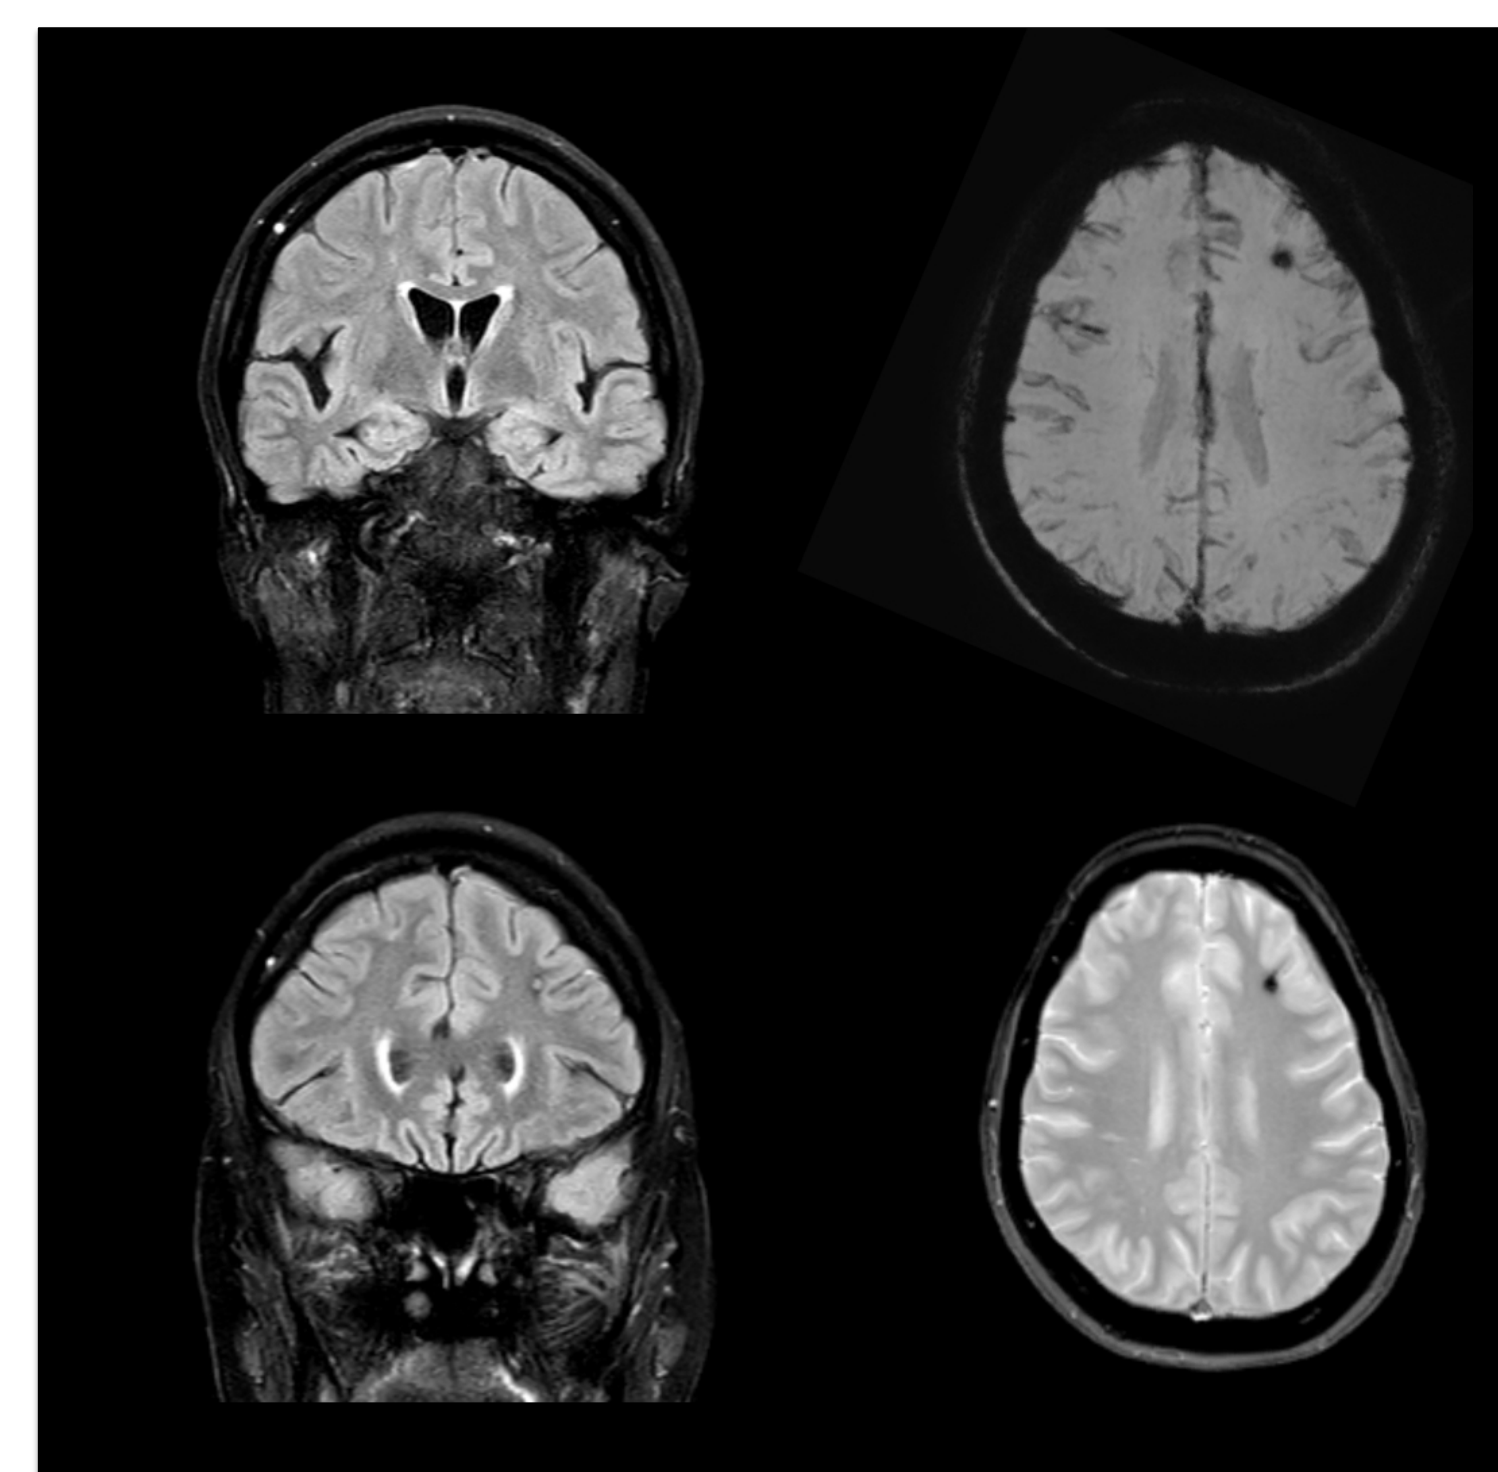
RM craneal. Pequeño foco de alteración de señal con porción central puntiforme hiperintensa y halo periférico hipointenso en T2, e hipointenso en secuencias eco de gradiente, que podría corresponder con un pequeño cavernoma o depósito de hemosiderina de antigua lesión hemorrágica.
